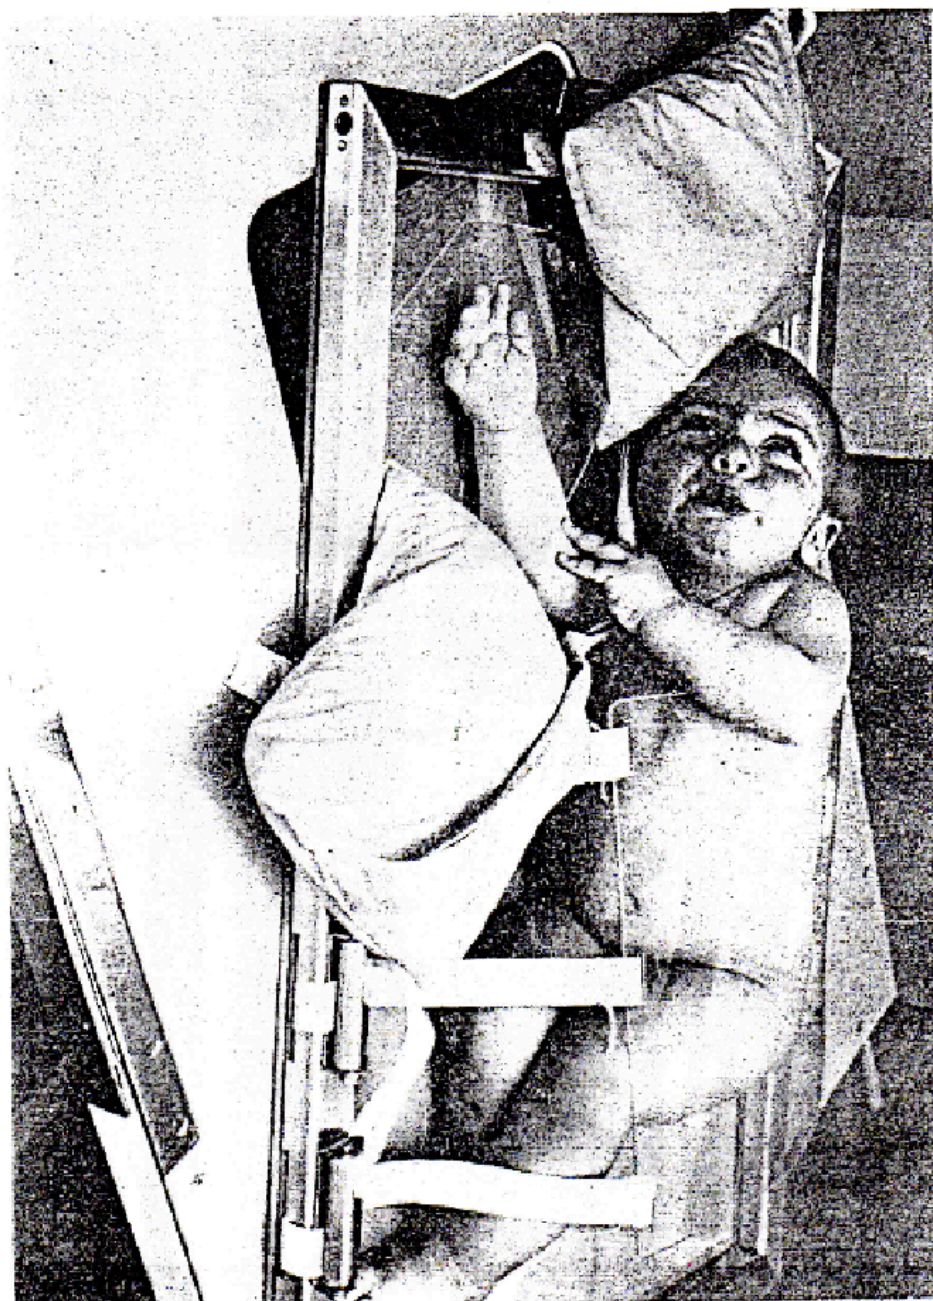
Dispositif de la lecture d'un enfant pour une radiographie de poitrine.
